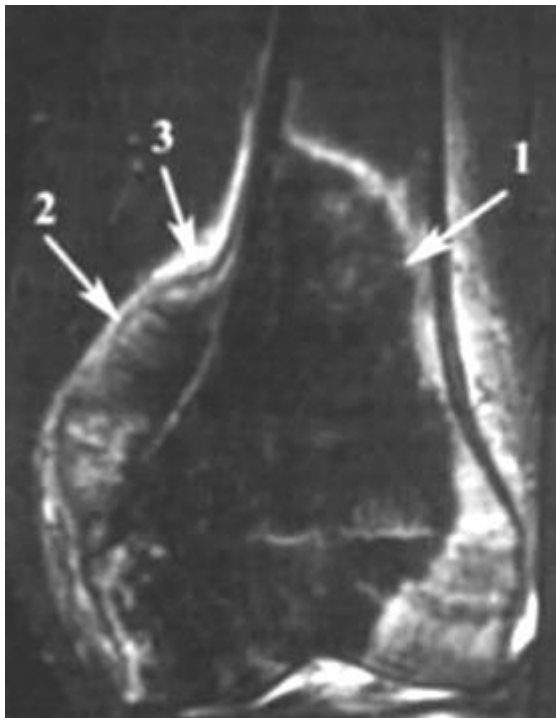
МРТ STIR зображення у фронтальній площині. Склеротична ОС – у дистальному метаепіфізі стегнової кістки визначається: масивна зона інфільтрації кісткового мозку (через превалювання процесів патологічного кістковоутворення сигнальні характеристики на МРТ зображеннях низько інтенсивні); набряк по периферії (1), м'якотканинний компонент; спікулоподібний періостоз (2); періостальний козирьок Кодмена (3).
